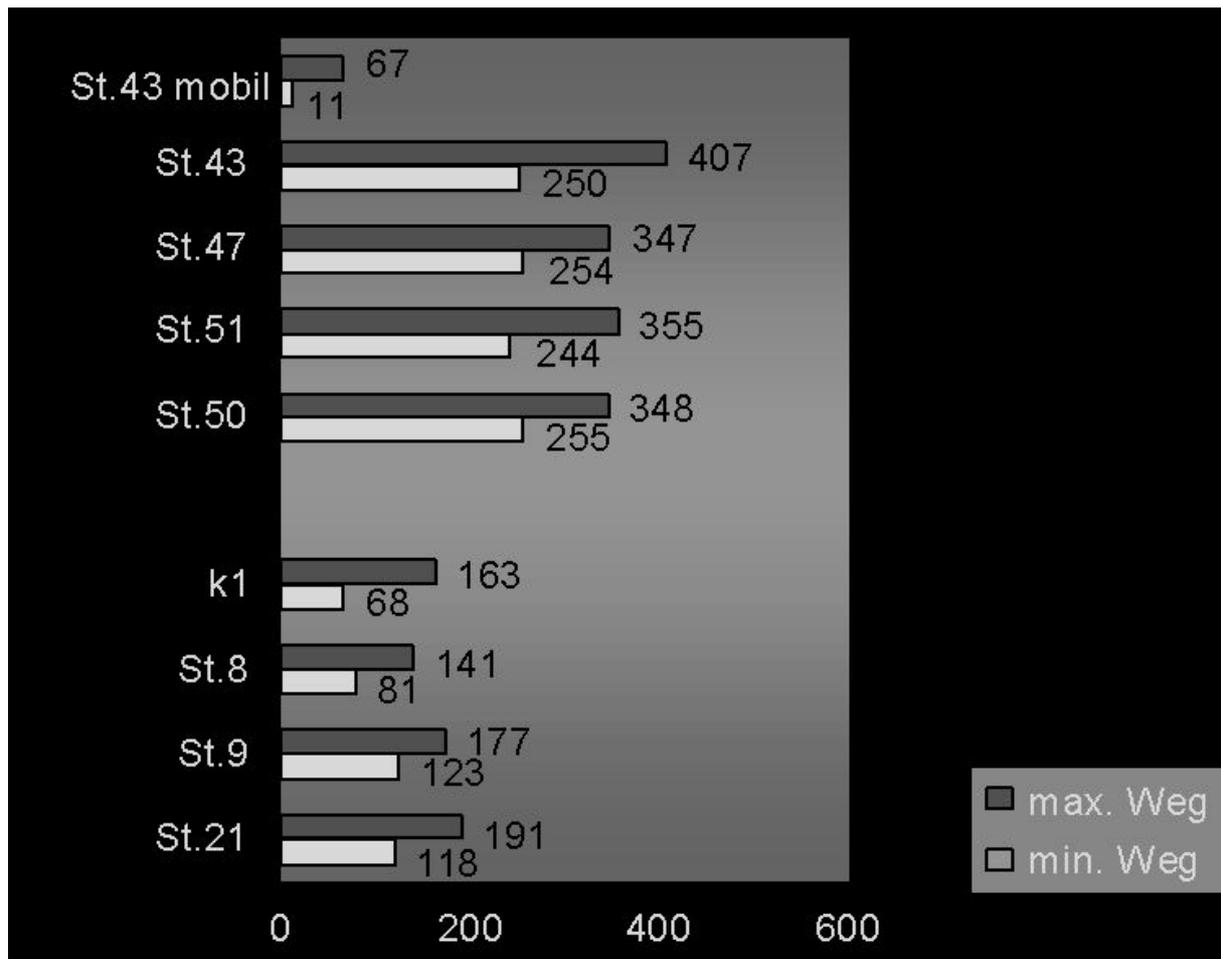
Vergleich der Entfernungen zwischen intrastationärer CT und der Untersuchung in der radiologischen Abteilung. Dunkelgrau: Größtmögliche Distanz eines Zimmers zu einem CT-Untersuchungsraum. Weiß: Kürzest mögliche Distanz eines Zimmers zum nächstgelegenen CT-Untersuchungsraum
